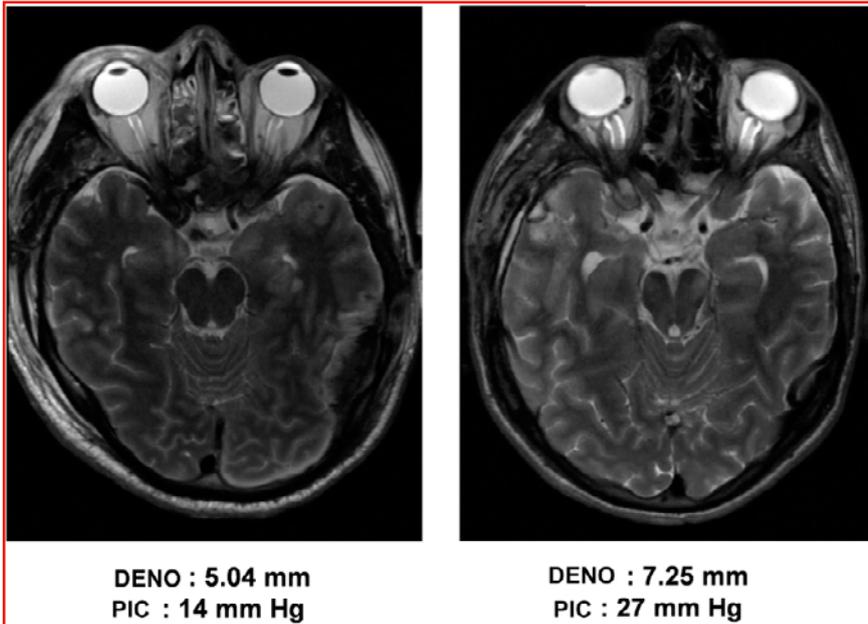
Exemple de mesure du DENO par IRM dans 2 situations : avec et sans HTIC.
